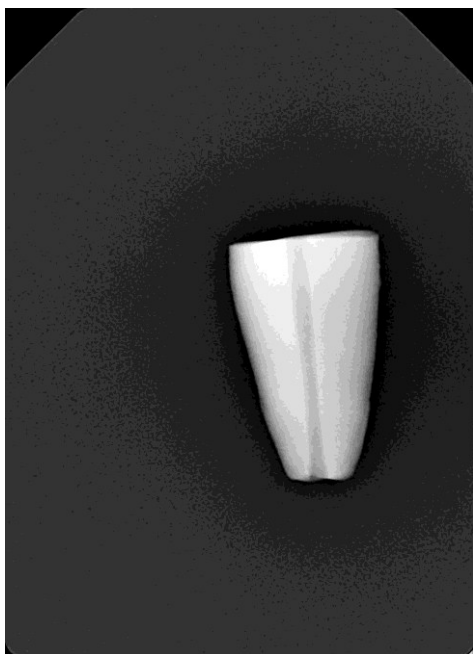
Radiografia depois da instrumentação do espécimen n°1 em posição anatômica
